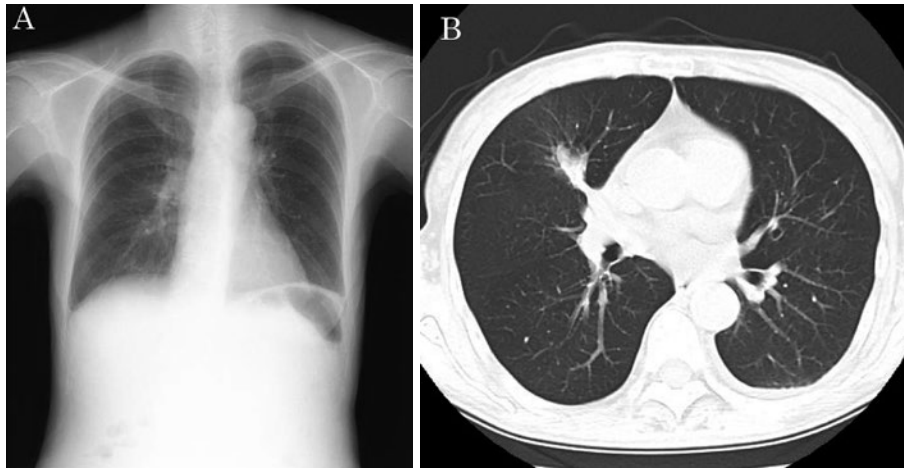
(A) Chest X-ray on admission. A nodule was observed in the right middle lung field. The right pleural effusion detected in Fig. 1A had disappeared. (B) Chest CT image on admission. A nodule was observed in the right middle lobe, and the size was smaller than in Fig. 1B.
